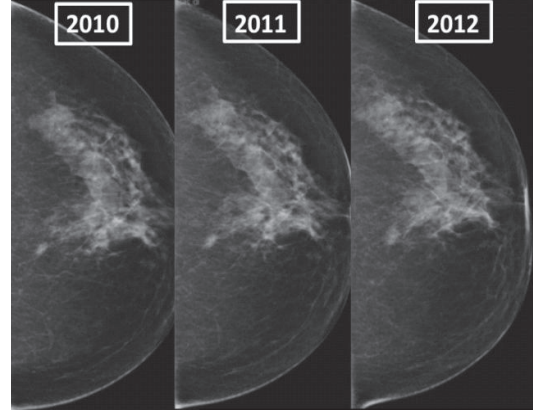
Bir yıl ara ile yapılan mamografide yeni çıkan fokal asimetri (ok). Aynı ayrı değerlendirildiğinde belirgin olmasa da eski inceleme ile karşılaştırıldığında daha fazla dikkat çekiyor. Histopatolojik tanı: İnvaziv duktal kanser.
